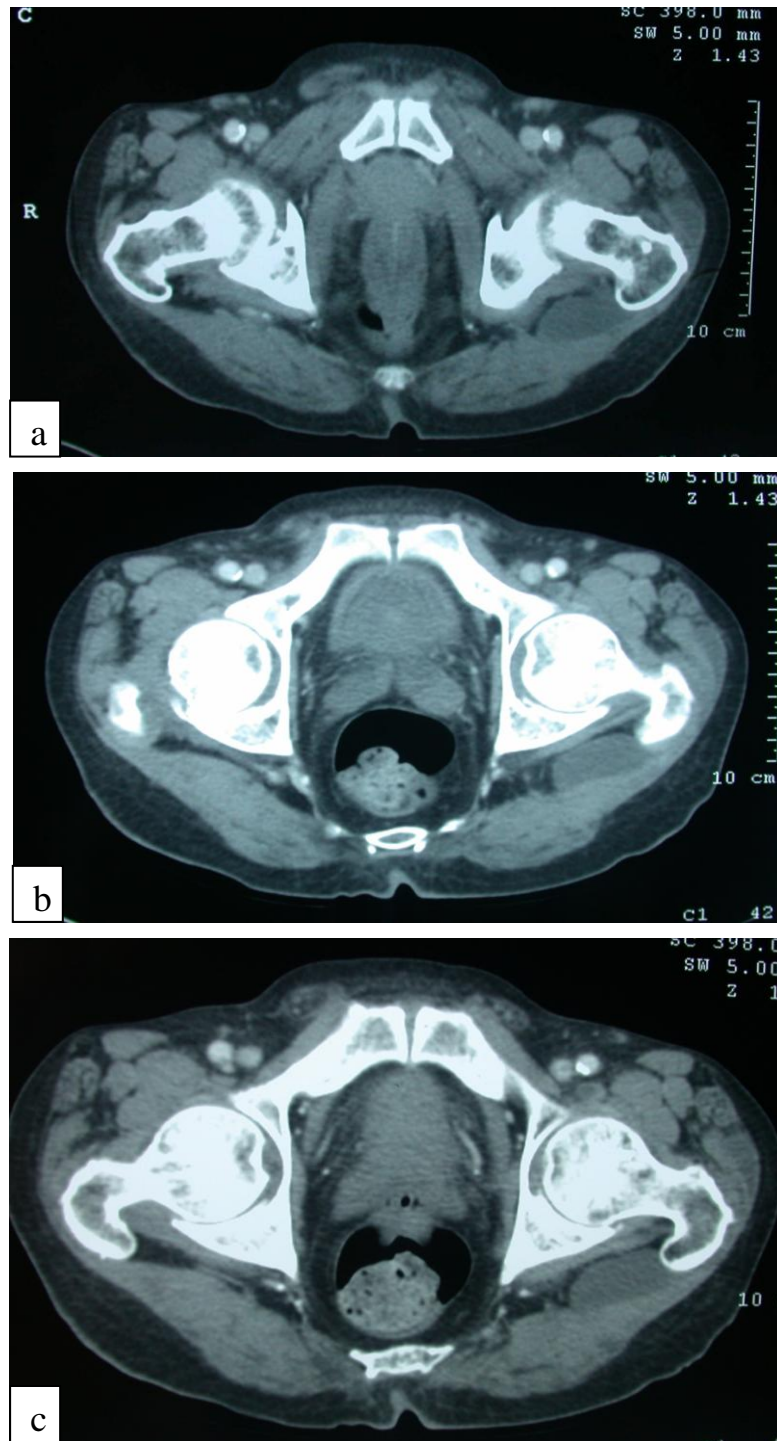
(a, b, c) : TDM abdomino-pelvienne C+, montrant un épanchement liquidien fermé (90/15mm de dimension) au niveau des parties molles de la région fessière gauche.
